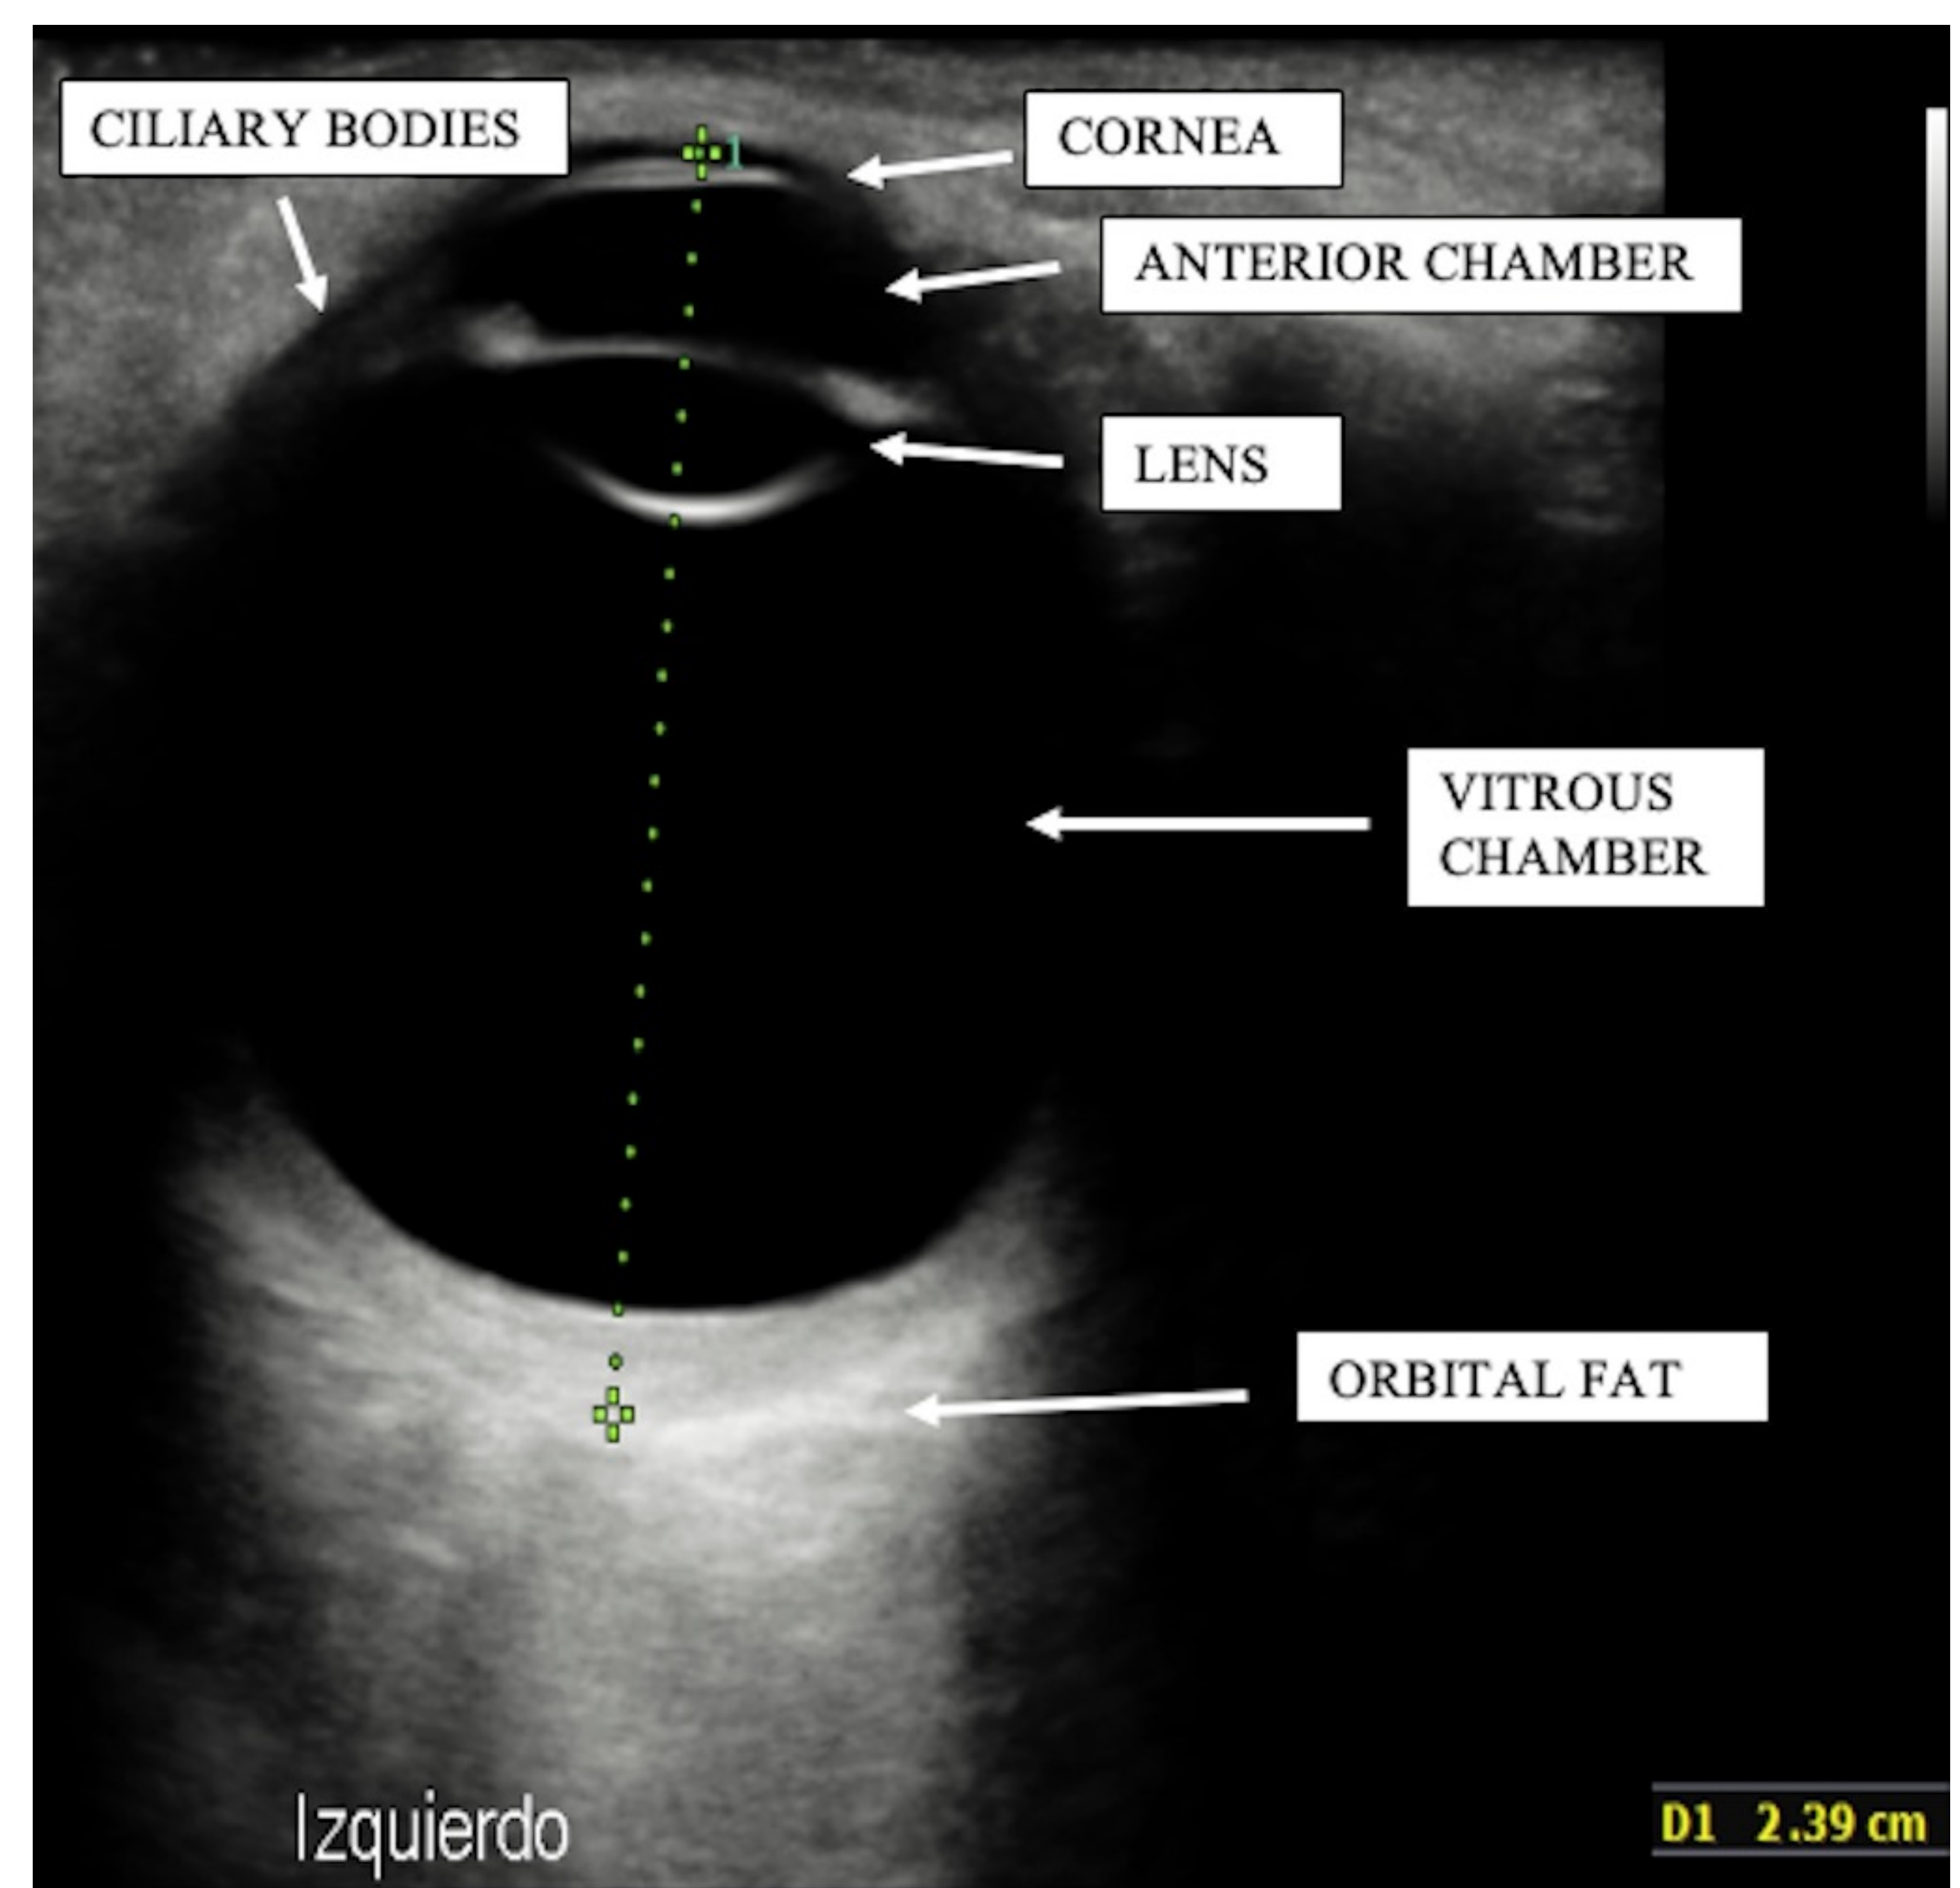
Ecografía ocular normal. .
